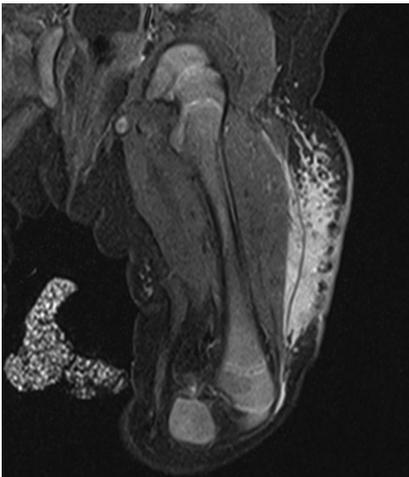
▲ Patientin 1. Das koronale T2-Magnetresonanztomogramm zeigt eine uncharakteristisch begrenzte hyperintense Läsion in der Subkutis und der angrenzenden Muskulatur
